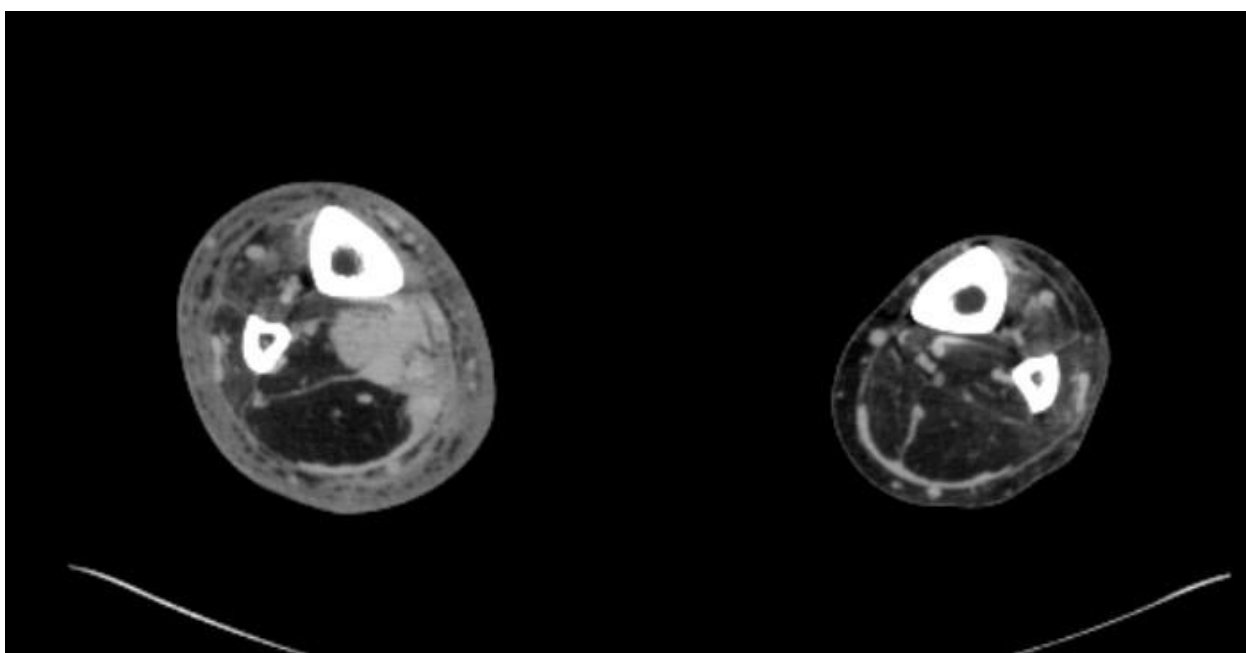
Комп'ютерна томографія рецидиву ЗФГ м'яких тканин правої гомілки.
